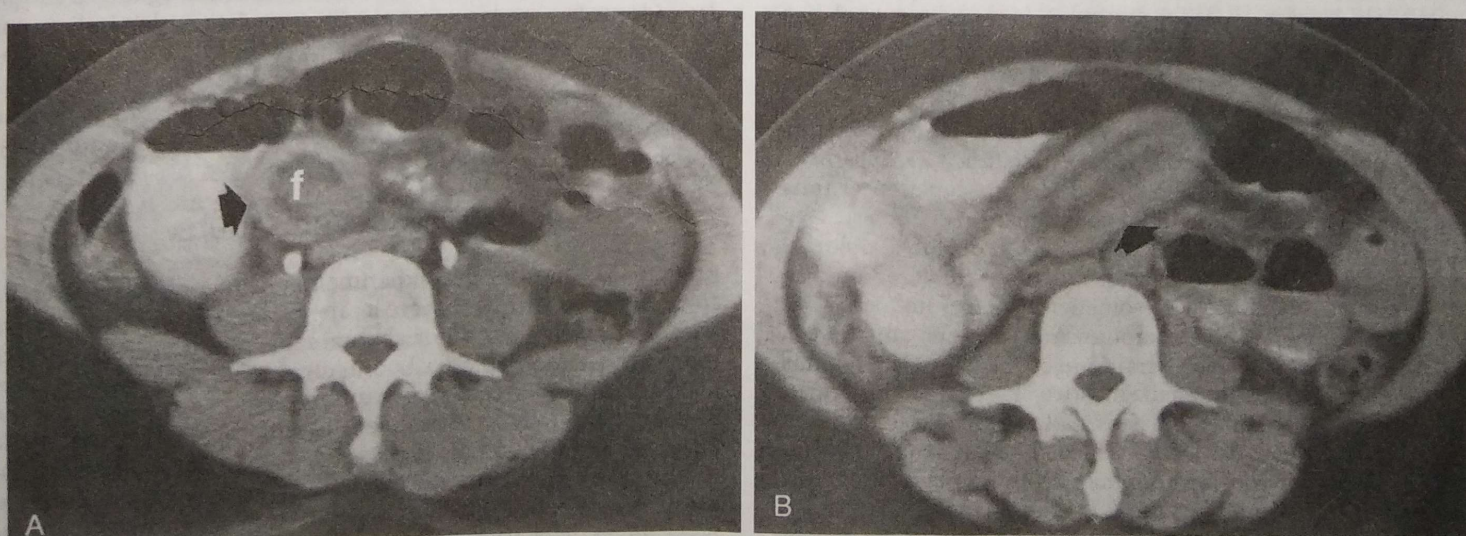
Intususcepción aguda del intestino delgado. El paciente tenía dolor mesoabdominal intenso de inicio súbito con datos no específicos en la radiografía simple. Los estudios de tomografía computadorizada de corte transverso (A) y longitudinal (B) mostraron una invaginación del intestino delgado (*flechas*). La grasa mesentérica (f) acompaña al segmento intestinal invaginado. La causa fue un tumor benigno de células fusiformes.
